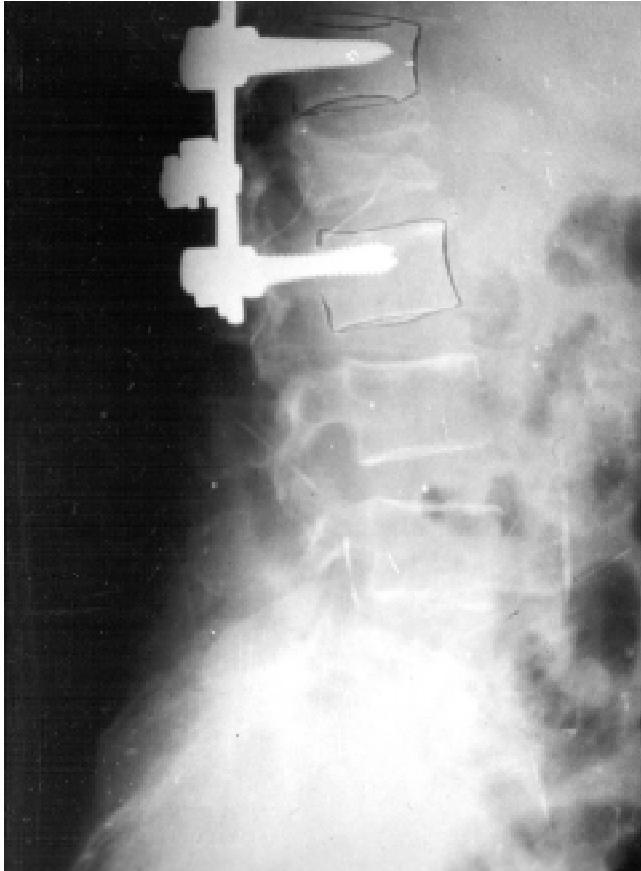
Radiografía lateral de columna lumbar que muestra fractura patológica de un cuerpo vertebral y estabilización transpedicular.
